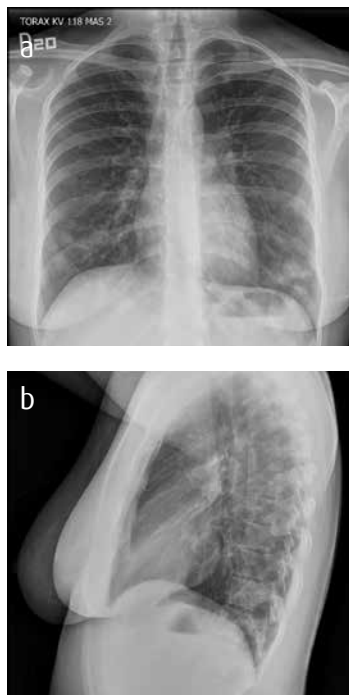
a y b) Paciente femenina de 20 años. de edad Radiografía de tórax en proyección frontal y lateral, con opacidades nodulares y del espacio aéreo con predominio en los lóbulos inferiores.
